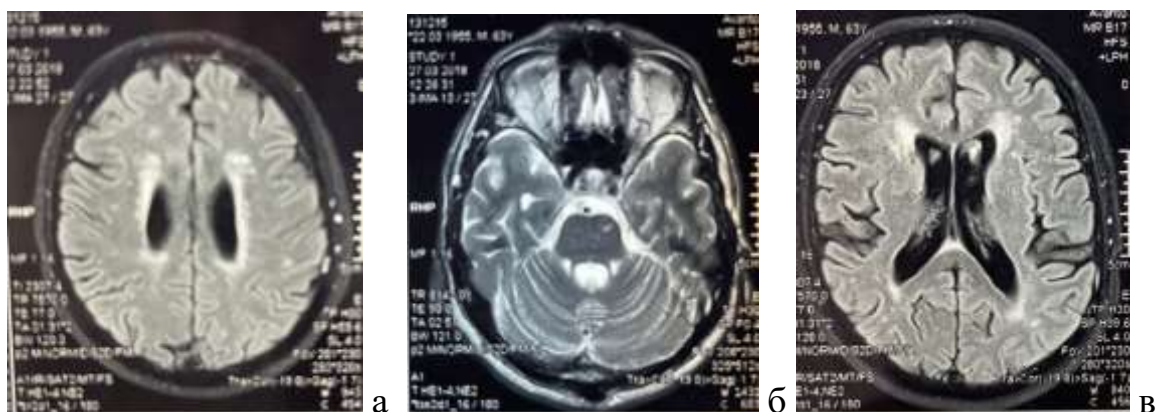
T2-изображения МРТ головного мозга пациента К., 62 л., с дисциркуляторной энцефалопатией 2 ст., аксиальный срез (а - визуализируется диффузная выраженная зона лейкоареоза по периферии боковых желудочков, множественные глиозные очаги в теменных и затылочных долях (в зоне проводящих путей зрительного анализатора); б - визуализируются глиозные очаги в области четверохолмия (слева), где проходят пучки аксонов нейронов латеральных коленчатых тел; в - визуализируются глиозные очаги и поля лейкоареоза в области проводящих путей внутренней капсулы, а также в теменных, височных (где проходят волокна зрительной лучистости) и затылочных долях головного мозга (где находятся высшие корковые центры зрения))
